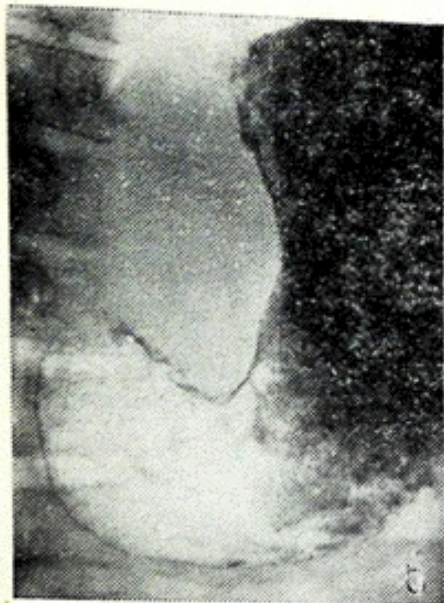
Рентгенограмма желудка больного Т., 65 лет. Опухоль малой кривизны желудка с поражением привратника.
